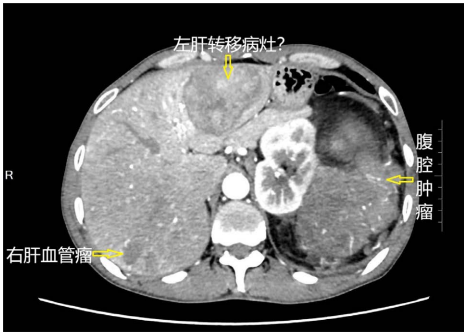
CT contrast-enhanced arterial phase
